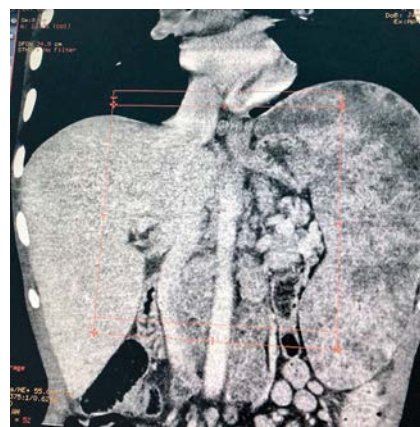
КТ органов брюшной полости: гепатоспленомегалия; лимфоаденопатия брюшной полости и забрюшинного пространства.
